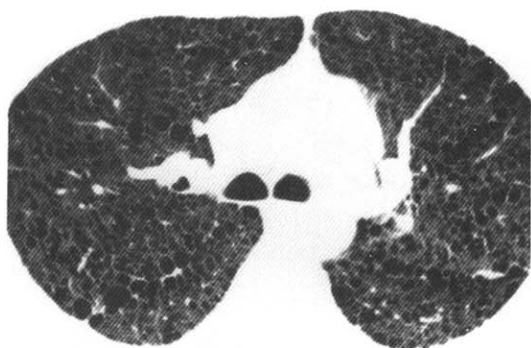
High resolution Chest CT scan from a patient with LAM. showing small cysts distributed homogeneously throughout the lungs.
